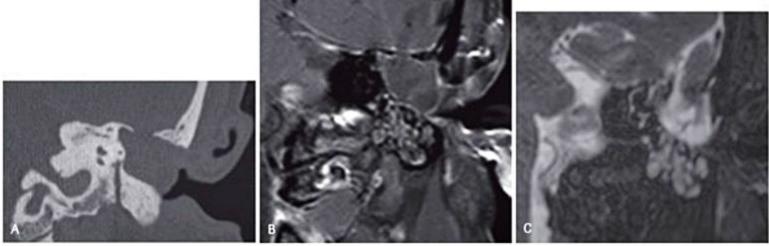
Fístula liquórica e cefalocele. TC coronal (A) demonstra falha óssea na margem superior de mastoidectomia. RM coronal T1 pós-contraste (B) e T2 volumétrica (C) demonstrou insinuação de parênquima encefálico pela falha óssea.
